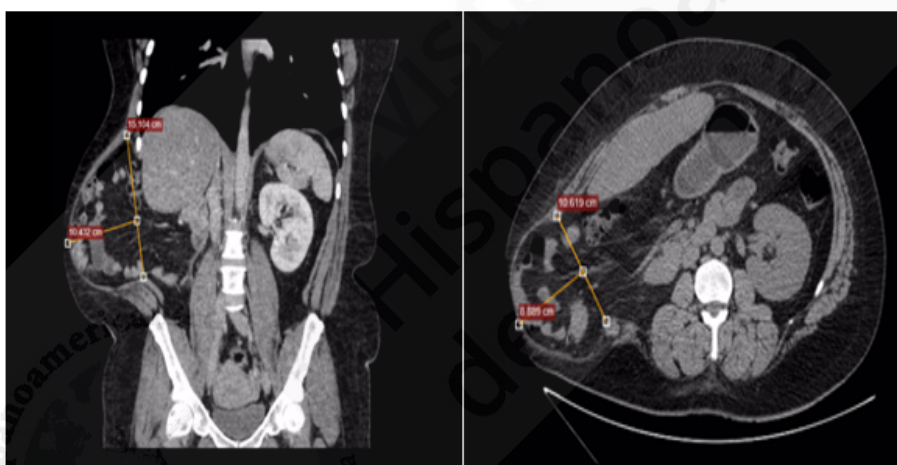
A. TAC abdominal con contraste, corte coronal, tomada hace un y medio año, que muestra ausencia de riñón derecho, con gran saco herniario con vísceras en su interior, con pared en tercio medio muy adelgazada (solo con piel) y un anillo herniario de 16.23 cm de diámetro longitudinal. B. TAC abdominal con contraste, corte transversal, que muestra extenso anillo herniario de 12.49 cm de diámetro.
